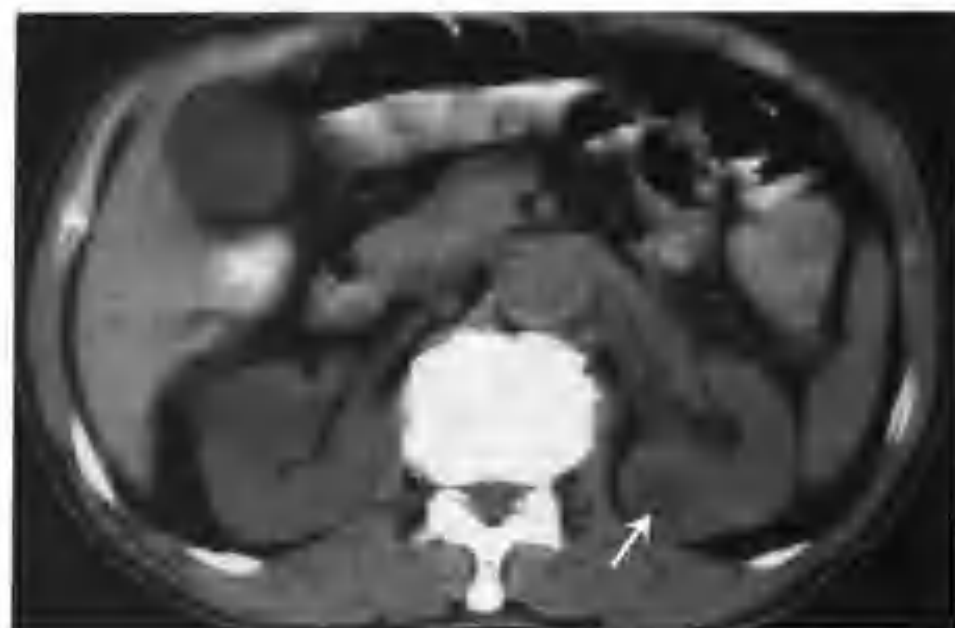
与图 2-1-442 为同一病例, 示 CT 平扫不同层面所见 (箭头)
